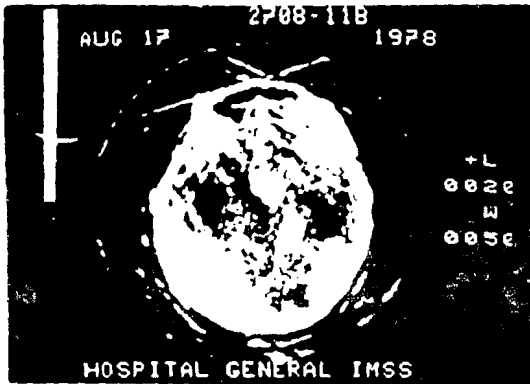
Estudio de tomografía axial computada que muestra el meningioma
